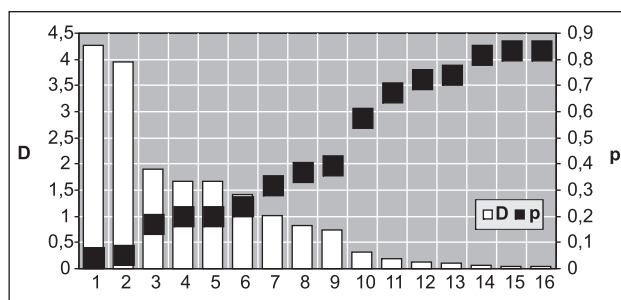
Связь спондилопатии с клинико-рентгено-сонографическими признаками РА: 1 — системный остеопороз; 2 — тендовагиниты; 3 — тела Пеллогри — Штайди; 4 — субхондральный склероз; 5 — остеоузуры; 6 — лигаментоз; 7 — кисты Бейкера; 8 — хондромные тела; 9 — энтезопатии; 10 — артрокальцинаты; 11 — эпифизарный остеопороз; 12 — миозит; 13 — асептический остеонекрроз; 14 — тела Гоффа; 15 — остеокистоз; 16 — изменения рогов менисков
